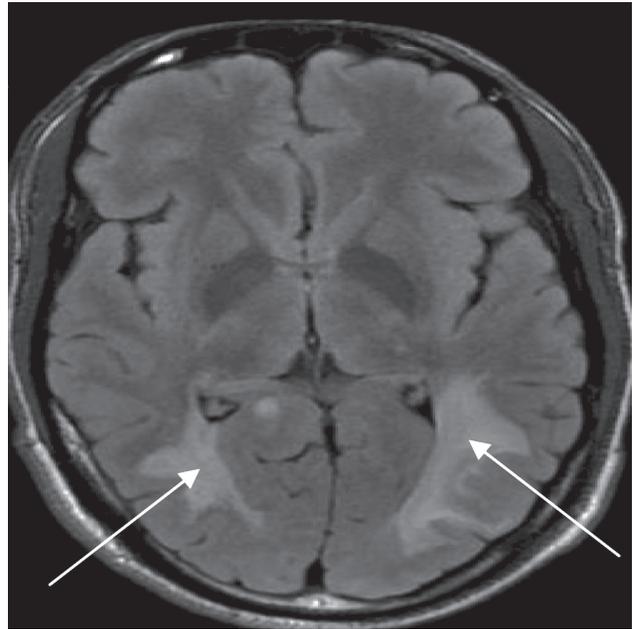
КТ-изображение: поражение белого вещества теменно-затылочных областей (стрелки)
